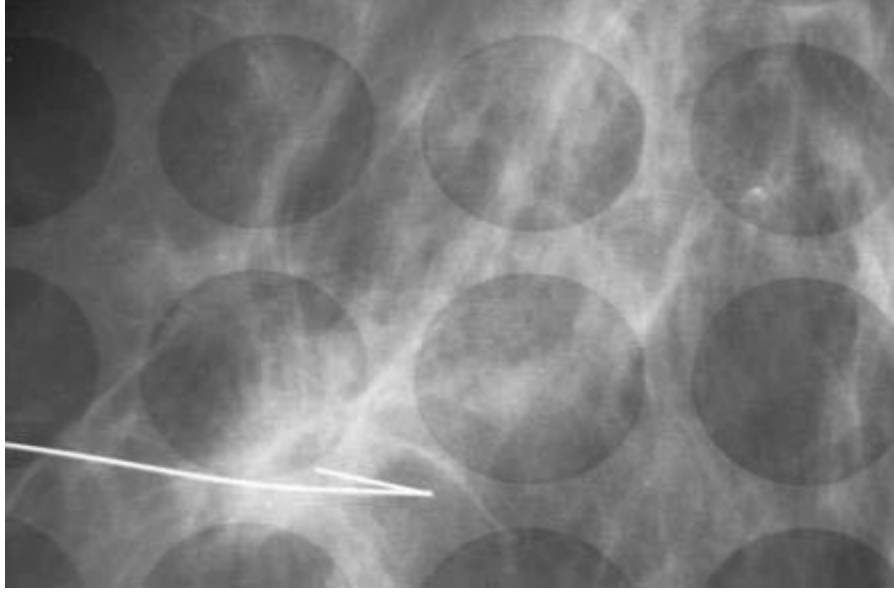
Mamografide mikrokalsifikasyonların görünümü
